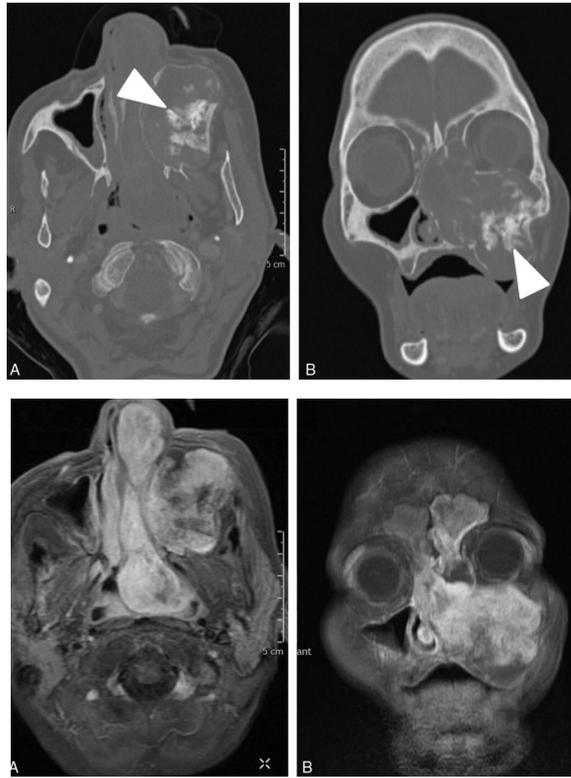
Aspect d'un sarcome améloblastique en coupe axiale (A) et coronale (B), sur une TDM en haut et un IRM en bas. (B). (4)
